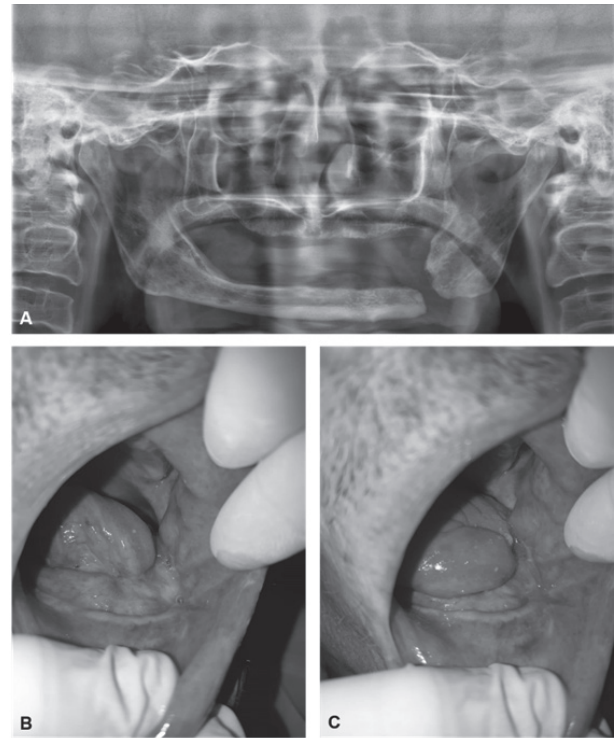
A. Radiografia panorâmica após sete meses da cirurgia de mandibulectomia redutora de coto distal; B e C. Fotografias intraorais da região da fratura, após sete meses da cirurgia de mandibulectomia redutora de coto distal
